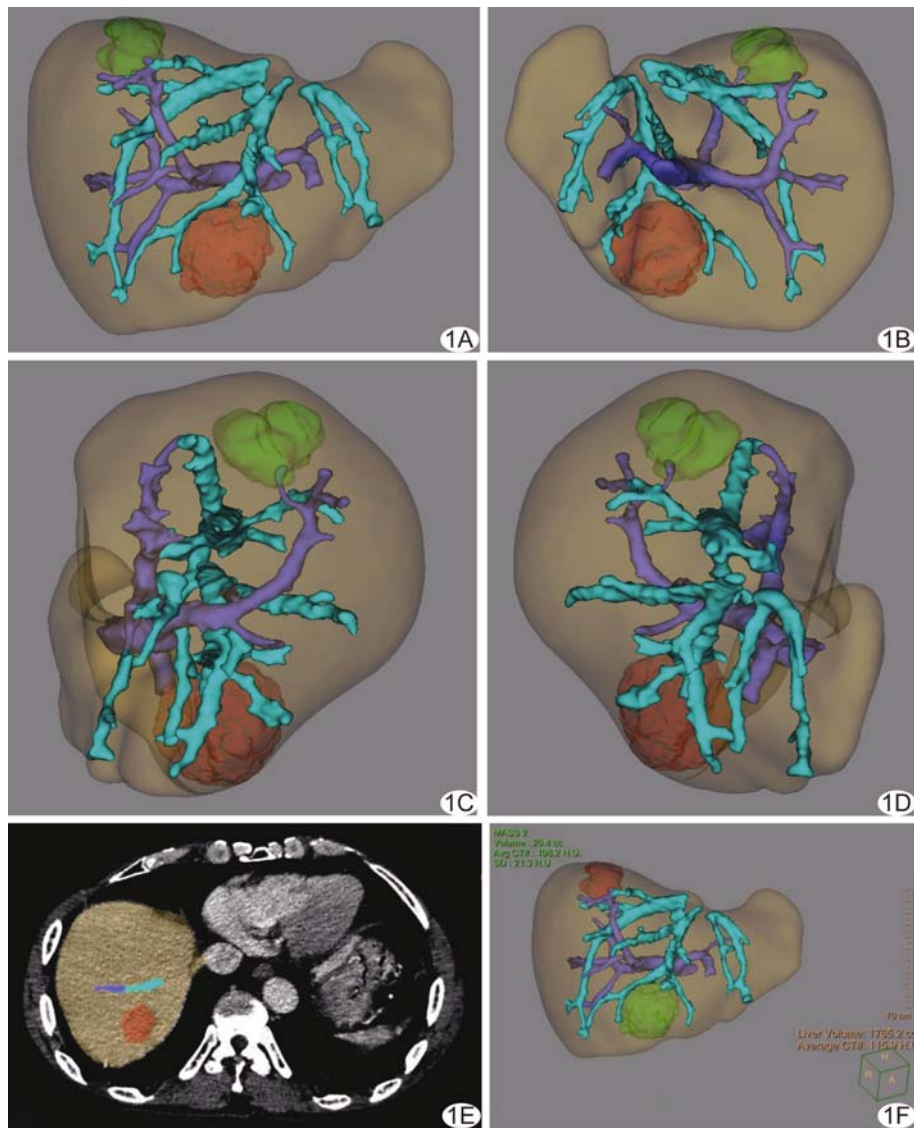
患者男, 48 岁, 原发性 HCC, 术前以 3D 肝脏分析软件进行评估 A~D. 肝脏 3D 图像, 黄色示肝实质、紫色示门静脉、蓝色示肝静脉, 绿色及橙色示 2 个癌灶; E、F. 基于肝脏轴位 CT (E) 及 3D 图 (F) 计算有效肝体积为 $1\,637.6\text{ cm}^3$, 总肝体积为 $1\,765.2\text{ cm}^3$, 肿瘤体积分别为 20.4 及 55.3 cm^3 , 肝内血管体积为 58.8 cm^3
